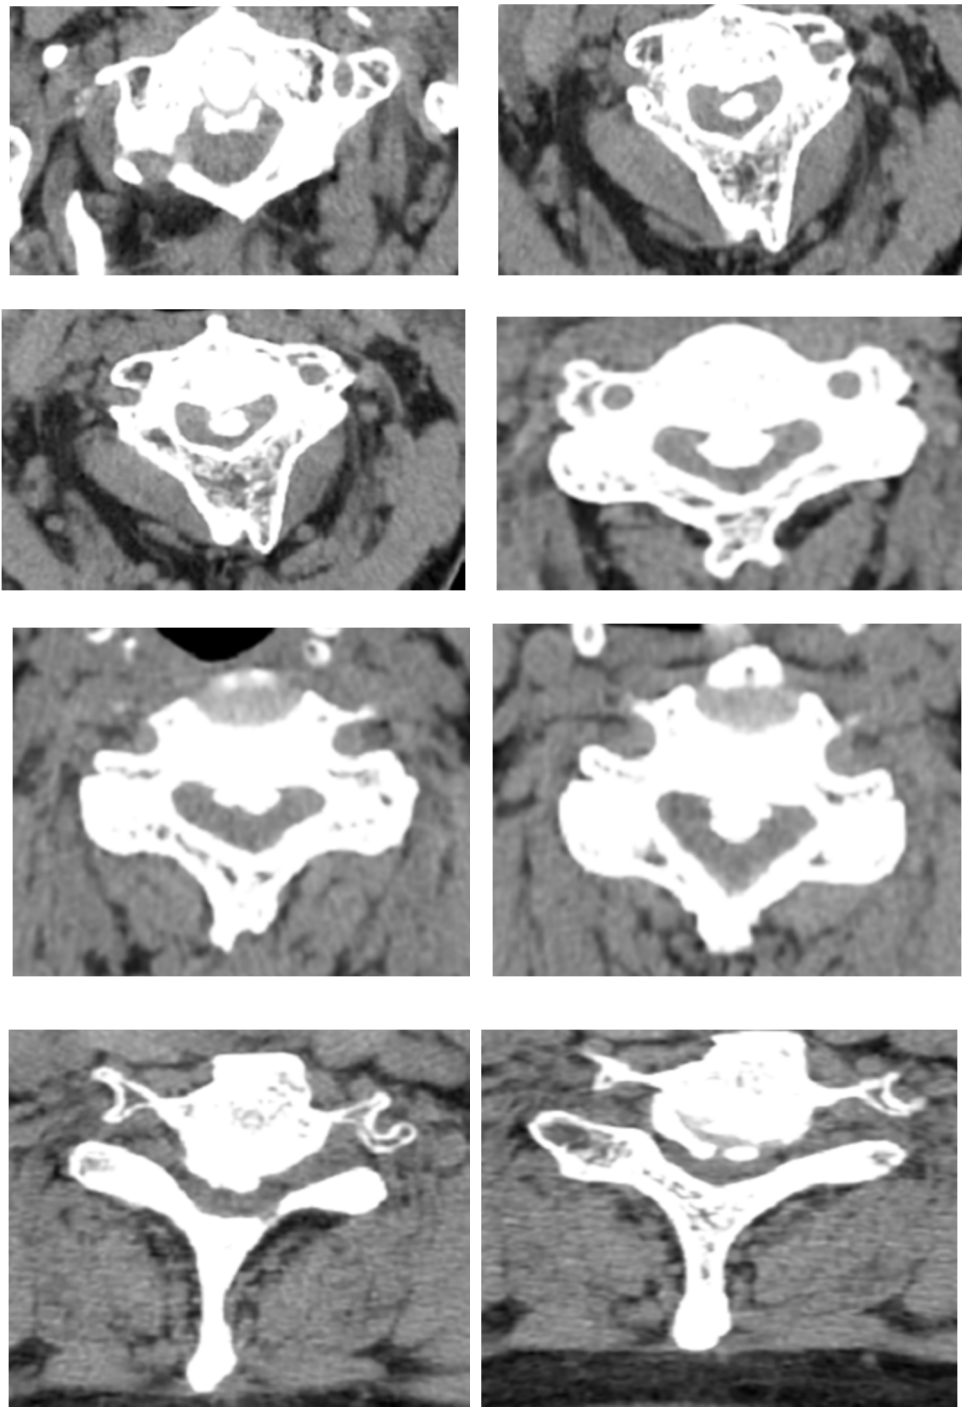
TDM cervicale en coupe axiale, fenêtre parenchymateuse qui montre l'ossification étendue du ligament longitudinal postérieur entrainant une sténose importante du canal rachidien avec un aspect laminé du cordon médullaire.
